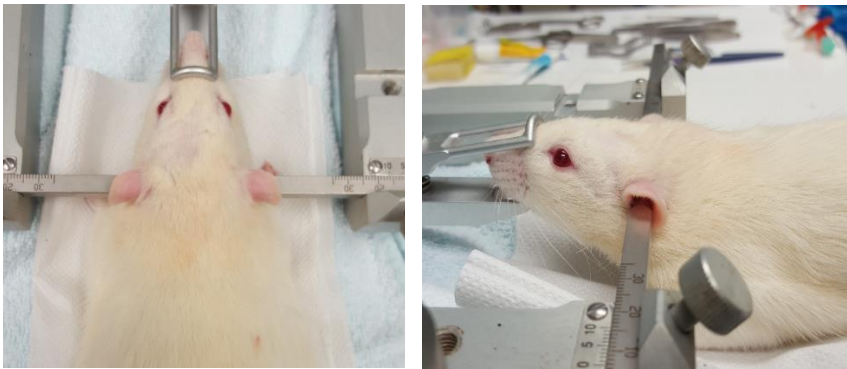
Fixierung der Versuchstiere zur Laserdoppleranlage
